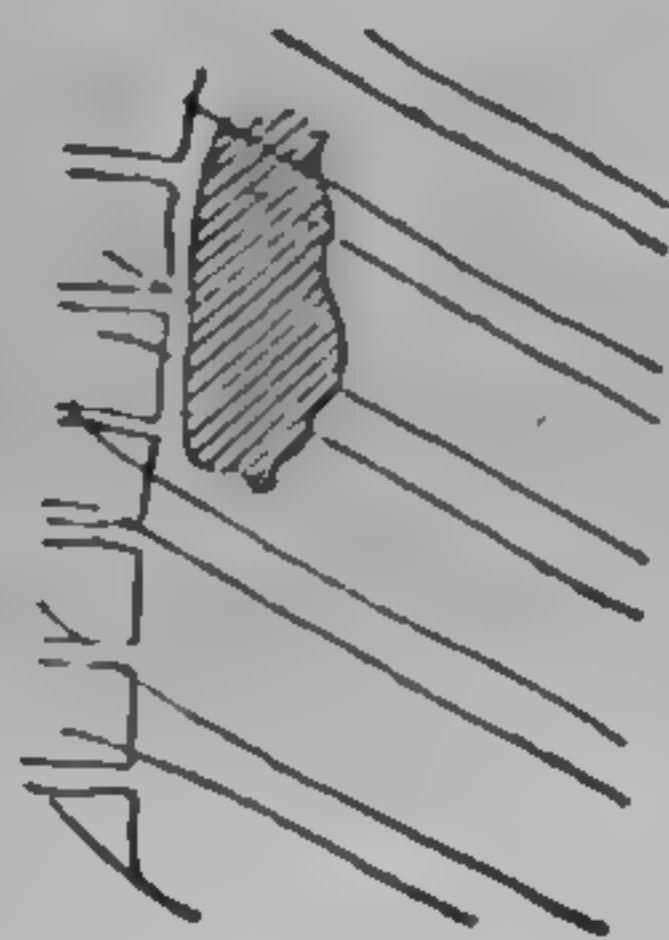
Cancer al esofagului în treimea mijlocie: se observă neregularitatea punții în partea distală (radiografie dr. I. Zissu)
